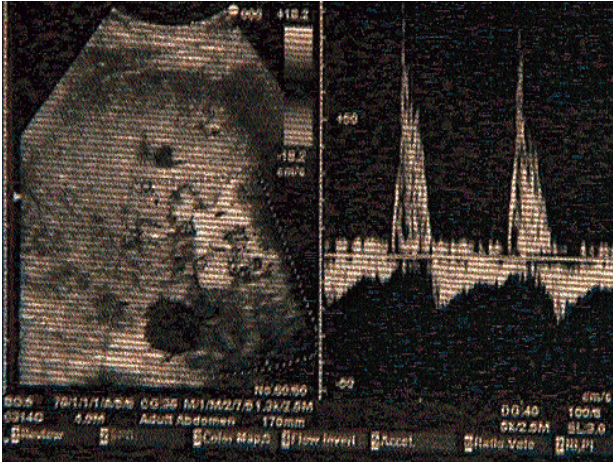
Tamamlanmış hepatic arter anastomoz ve akımının intraoperatif Doppler USG ile görüntülenmesi.
